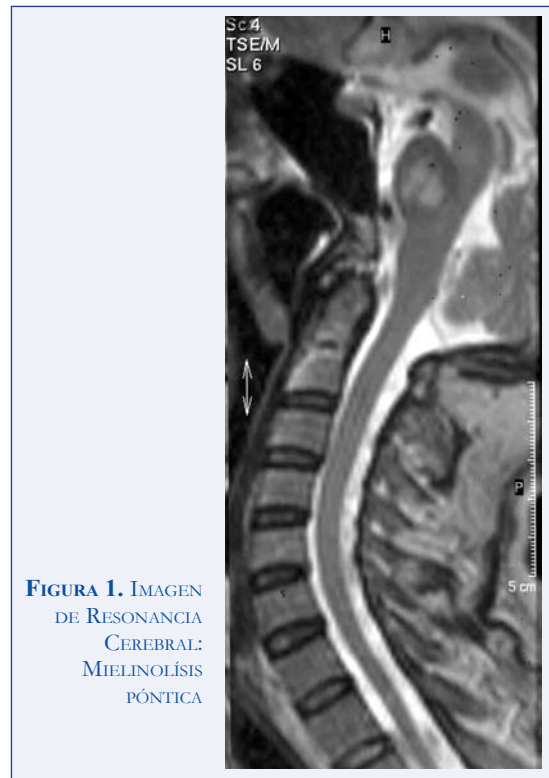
IMAGEN DE RESONANCIA CEREBRAL: MIELINOLISIS PÓNICA
